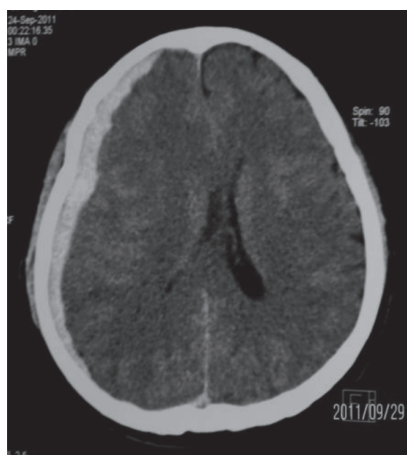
Пациент С., 40 лет. КТ- головного мозга при поступлении
